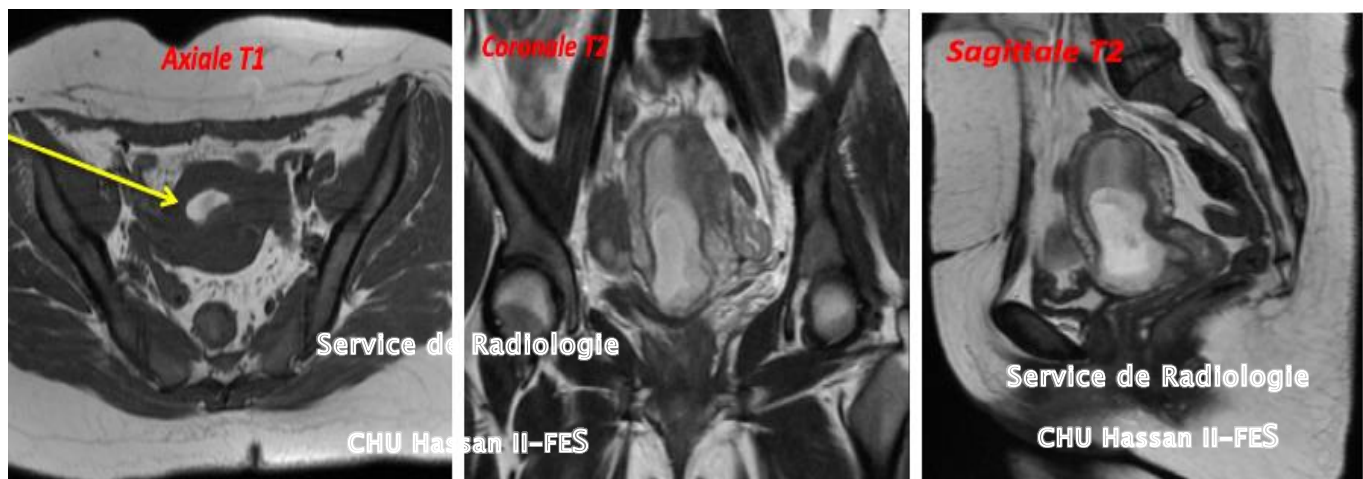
Coupes d'IRM objectivant un important décollement placentaire.
